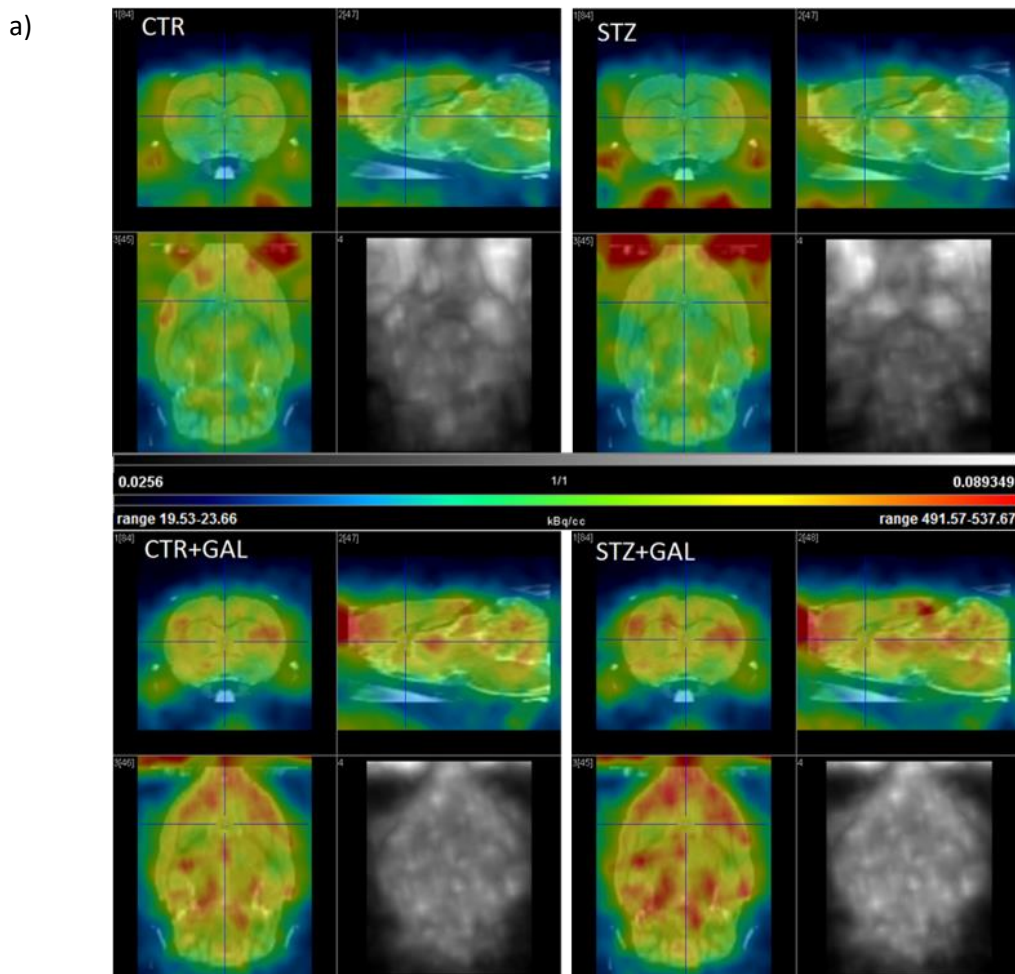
Pozitronska emisijska tomografija (PET) unosa radioaktivno obilježenog analoga glukoze fluorodeoksiglukoze (FDG) u mozgu štakora u Pokusu 1.
